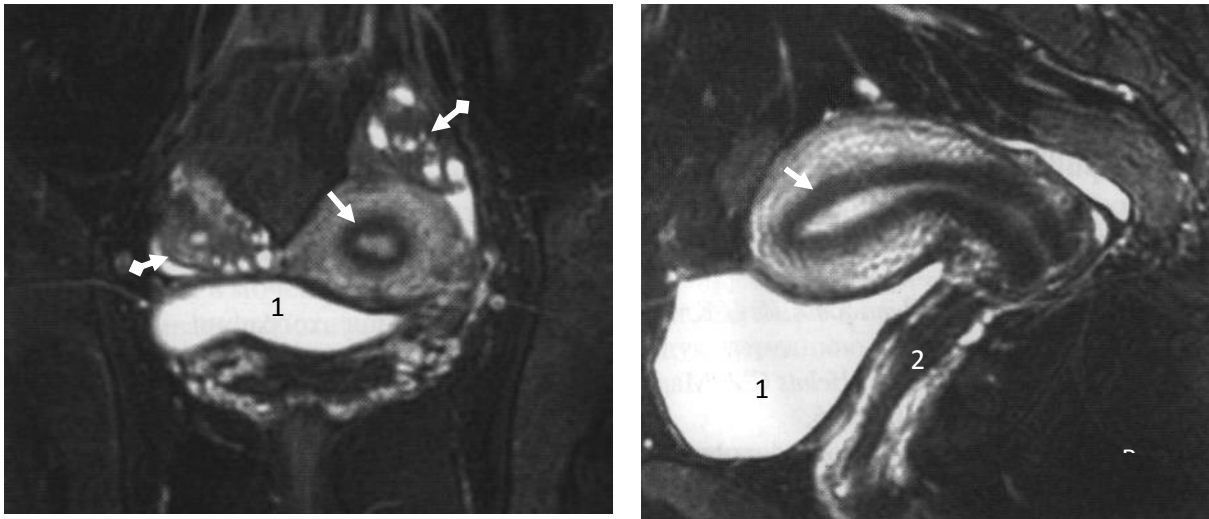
МРТ малого таза. Т2 ВИ с подавлением жира. А – фронтальная проекция; В – сагиттальная проекция. 1 – мочевой пузырь; 2 – влагалище; эндометрий (стрелки); яичники (стрелки с ромбами). Норма
